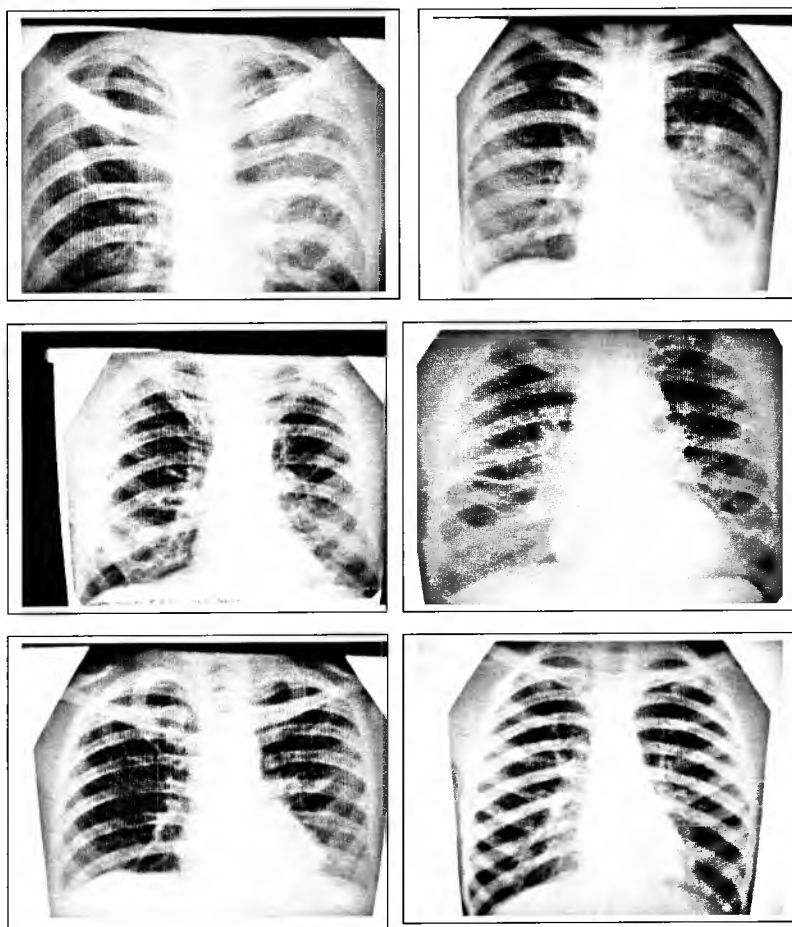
Рентгенологические варианты поражения легких, обусловленных *S.pneumonia*.
